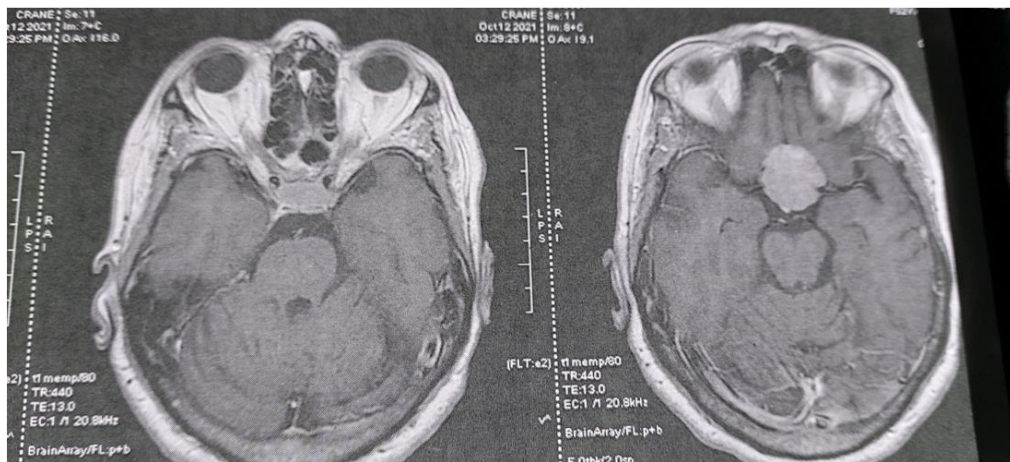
IRM cérébrale - coupe axiale - séquence T1 après injection de gadolinium, montrant une masse extra-axiale bien limitée de la région suprasellaire, intensément et homogènement rehaussée, compatible avec un méningiome, responsable d'un effet de masse sur le chiasma optique.
